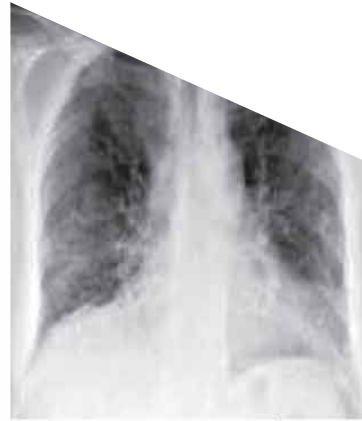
Рентген суретіне ауырлама легких бөлігін с ОИП: деуст: риннің өзт. иу п. и. с. д. у. р. н. і. з. т. е. н. и., преимущественно в нижних и средних отделах легких.
